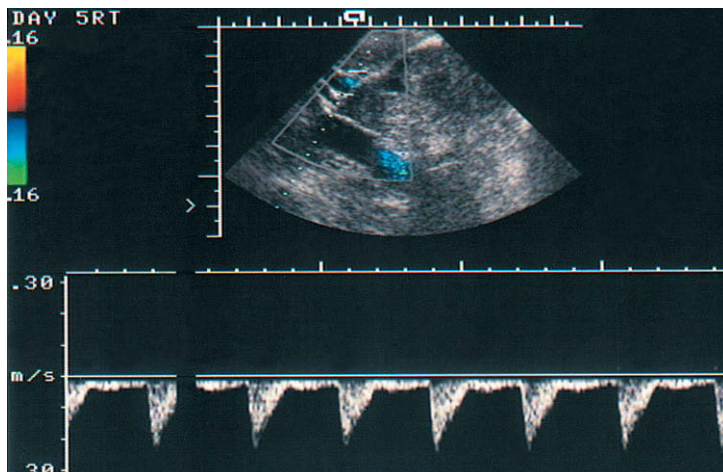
Espectros de Doppler del flujo sanguíneo en la arteria uterina en la fase lútea.
